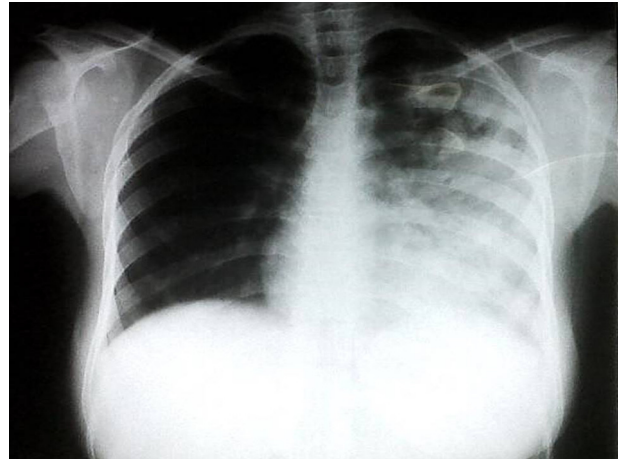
Radiografía de tórax con opacidad en pulmón izquierdo.
